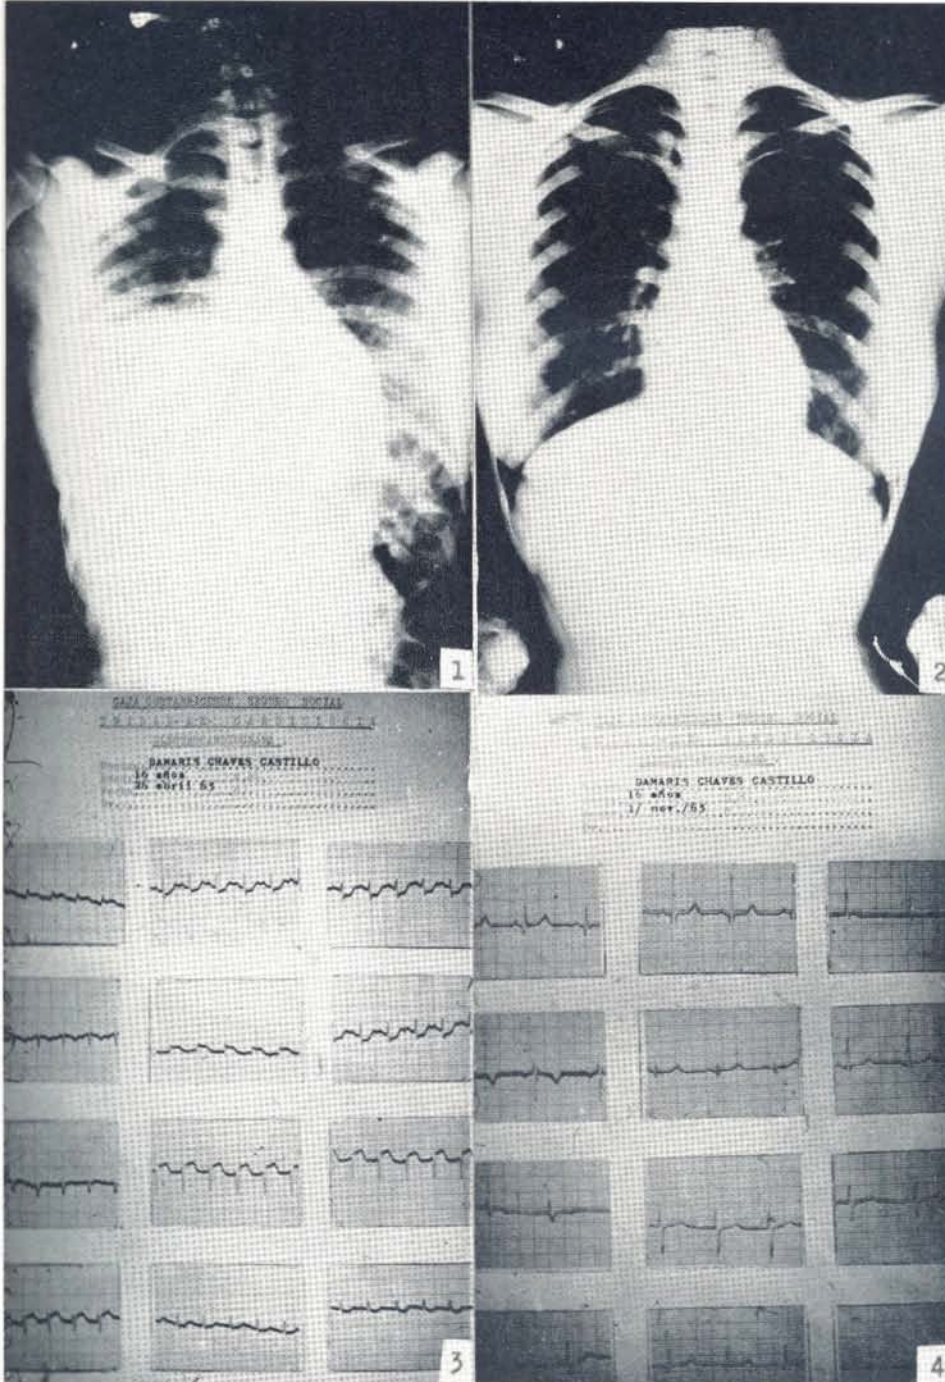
La radiografía de tórax muestra derrame pleural en base derecha y cardiomegalia global + a ++.
